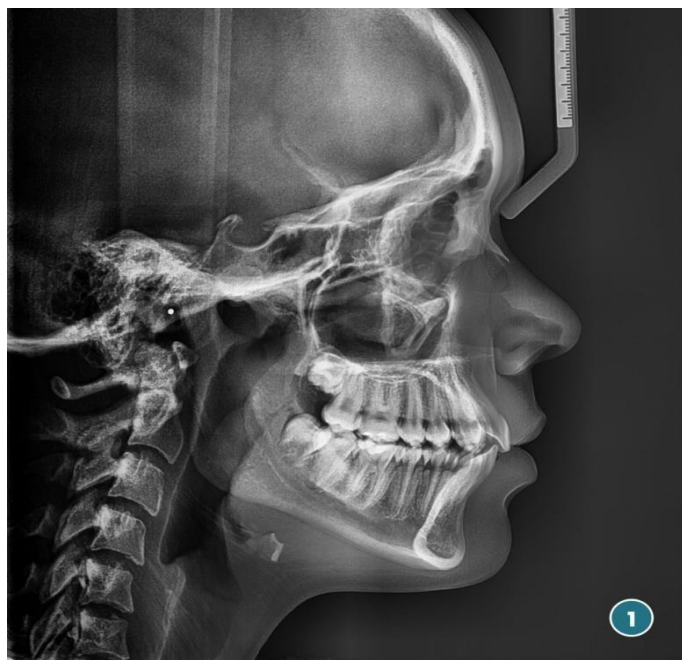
Radiografía lateral de cráneo (Telerradiografía de Cráneo lateral) En donde se pueden observar diversas estructuras anatómicas relevantes del complejo maxilofacial y su relación con la base de cráneo principalmente. Imagen disponible en: <https://shorturl.at/huwGS>
